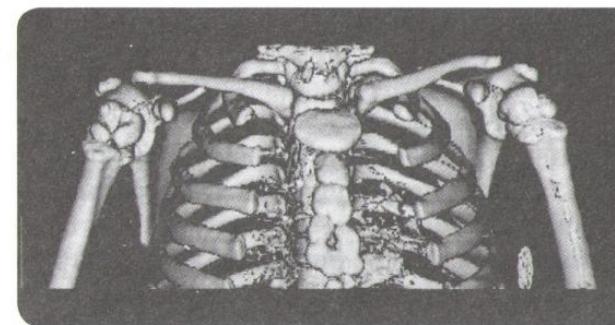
Компьютерная томограмма грудной клетки (трехмерная реконструкция изображения). Посттравматическая деформация проксимального отдела правой плечевой кости
